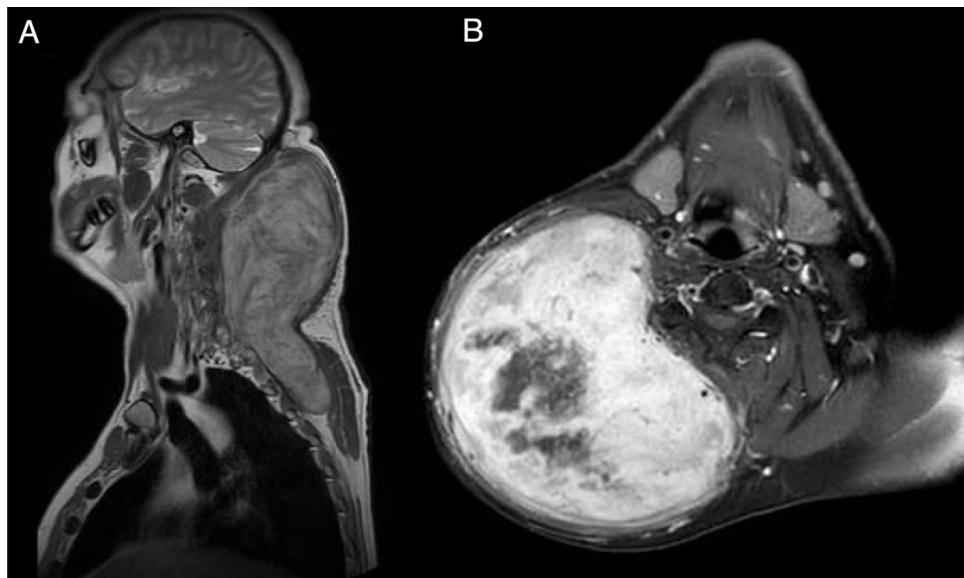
(A) Imagem coronal ponderada em T1 na ressonância magnética (RM), mostrando a presença de um tumor subcutâneo medindo $13 \times 14 \times 22$ cm na área cervical posterior, que se estendia até a parede torácica posterior. (B) Imagem axial ponderada em T1 na RM mostrando realce significativo da lesão e destacando uma área necrótica central.
